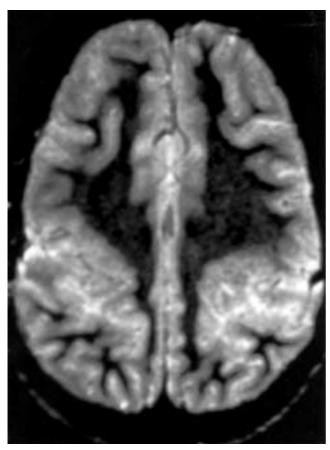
Caso 2. Corte axial IRM; secuencia T2: Se aprecia el engrosamiento de aspecto paquigírico de ambos surcos rolándicos.
